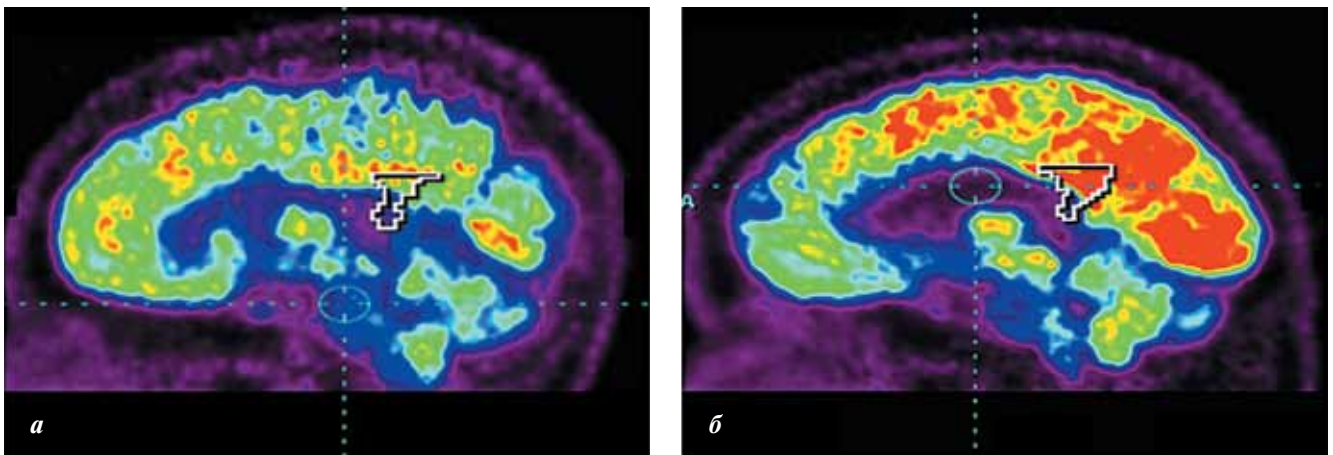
Результаты ПЭТ-сканирования в период физиологического накопления и удержания мочи (пунктиром отмечена зона гиперактивности коры головного мозга): а — головного мозга мужчины; б — головного мозга женщины
